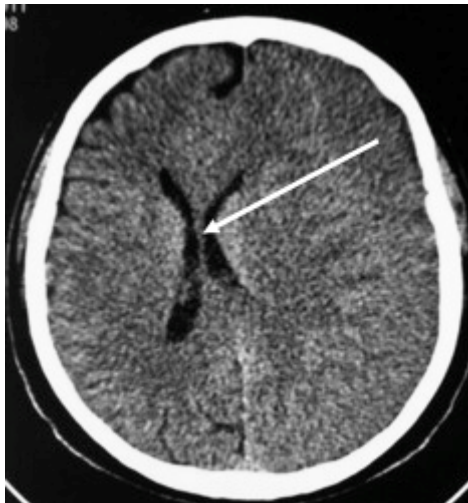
КТ, аксиальная плоскость.
